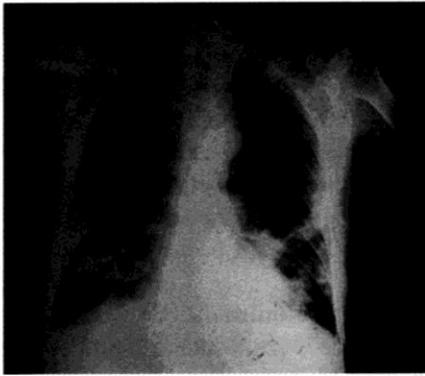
Radiografía PA de tórax. Nótese el infiltrado alveolar bibasal y engrosamiento del mediastino.
